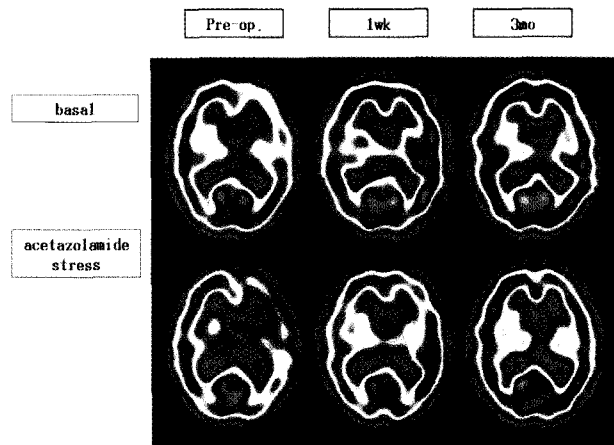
^{99m}Tc-ECD acetazolamide stress brain perfusion SPECT of a 61-year-old male who underwent extracranial-intracranial bypass surgery reveals improved cerebral blood flow and cerebrovascular reserve in the left anterior and middle cerebral artery territories 1 week after the surgery.
